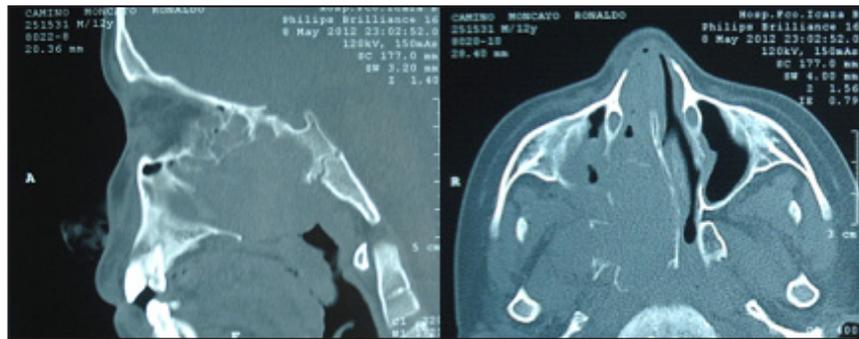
TC de senos paranasales. En corte axial se observa misma imagen en tabique nasal derecho ocupando senos maxilar derecho con desviación del tabique hacia el lado izquierdo.
